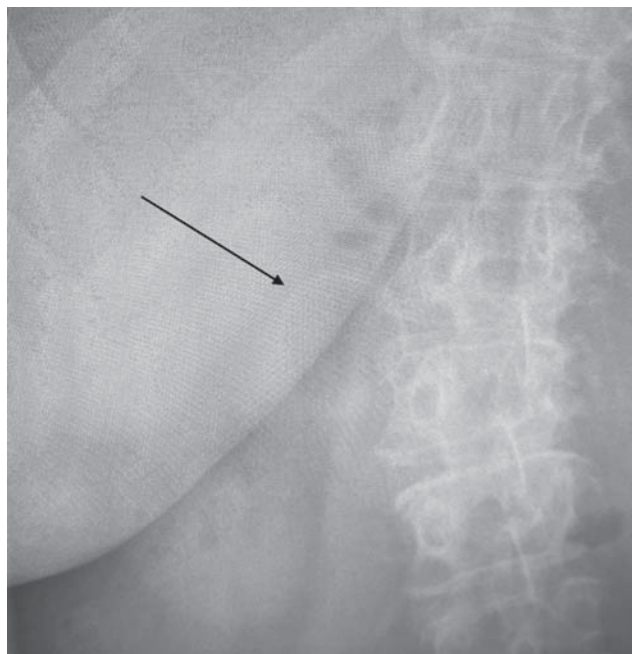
Рентгенограмма: в проекции желудка определяется слабоинтенсивная рентгеноконтрастная тень
